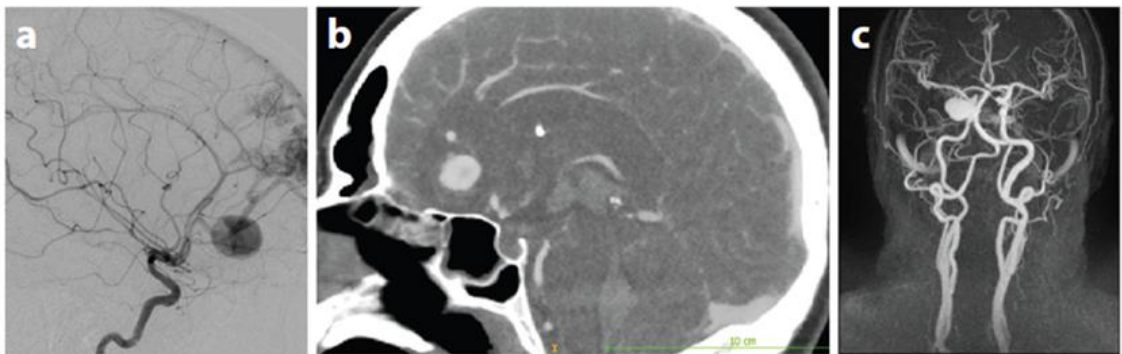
Imaging dell'anatomia e dell'emodinamica aneurismatica: (a) immagine DSA, (b) immagine CTA, (c) MRA [11].
